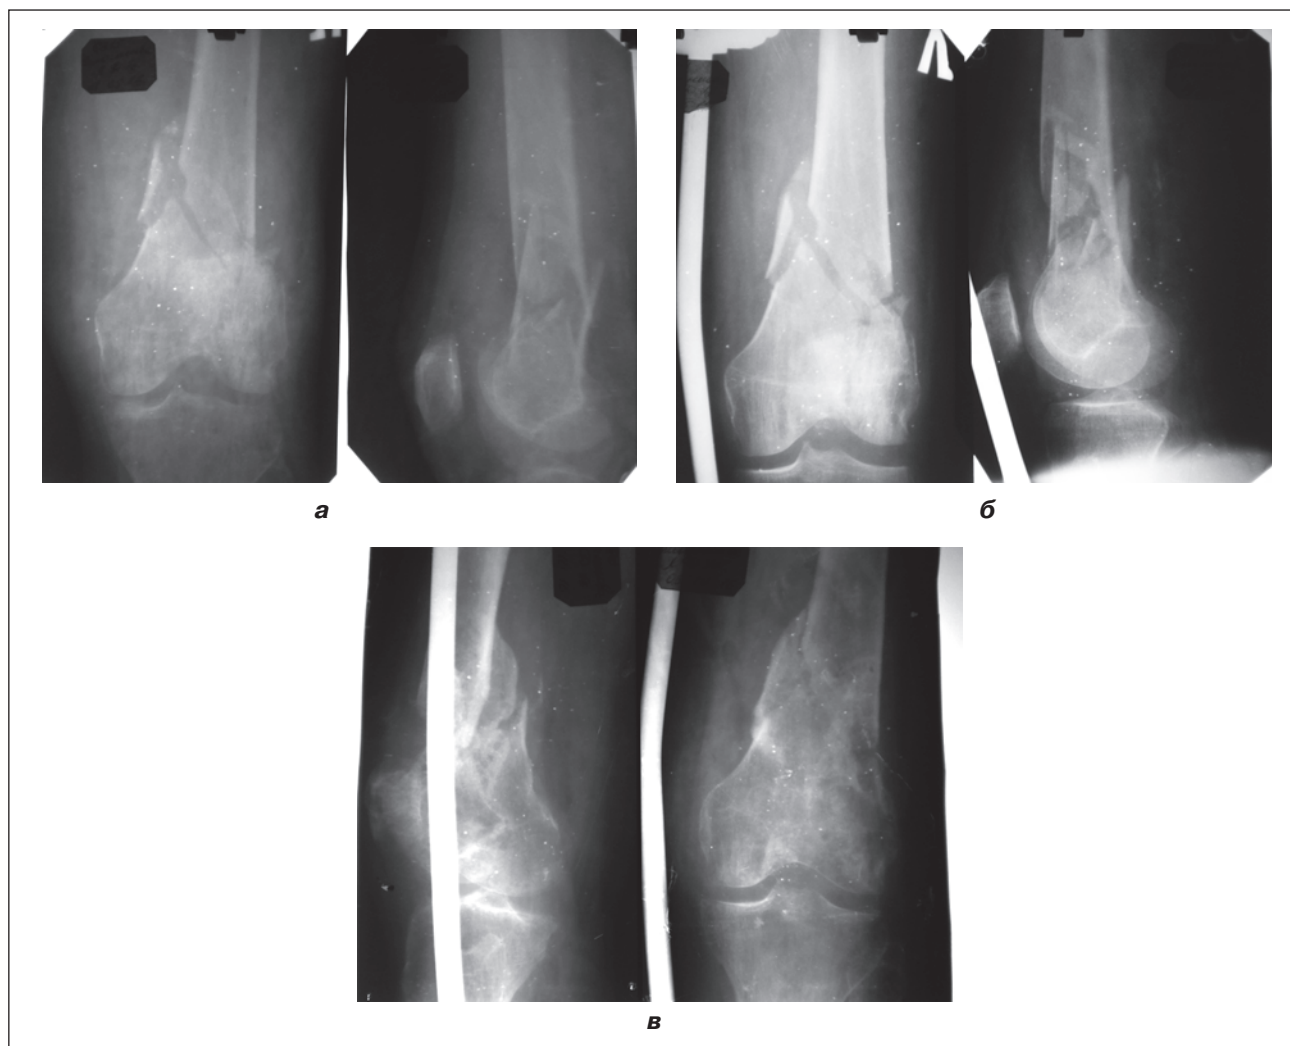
Приклад однобічного позаосередкового остеосинтезу багатоуламкового перелому дистального метафіза стегна. Рентгенограми: а) при надходженні; б) після операції; в) після демонтажу зовнішнього фіксатора
